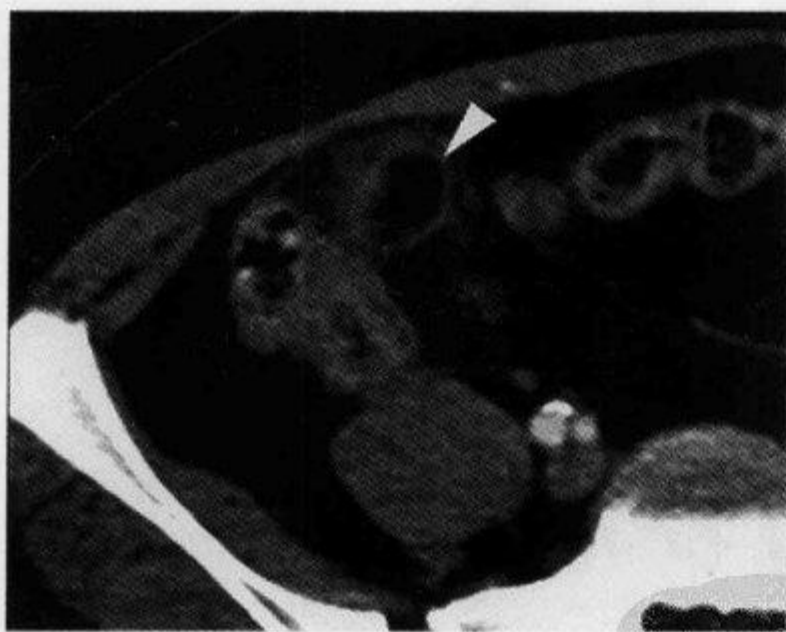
增强腹部 CT 横断扫描示“高密度环征”
